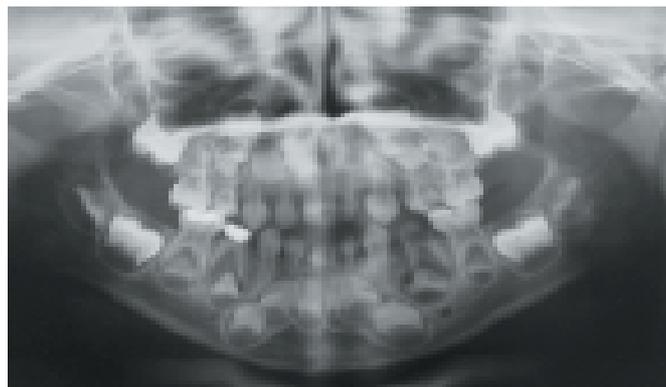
Radiografia panorâmica inicial podendo-se avaliar o estado geral dos dentes deciduos e permanentes.
